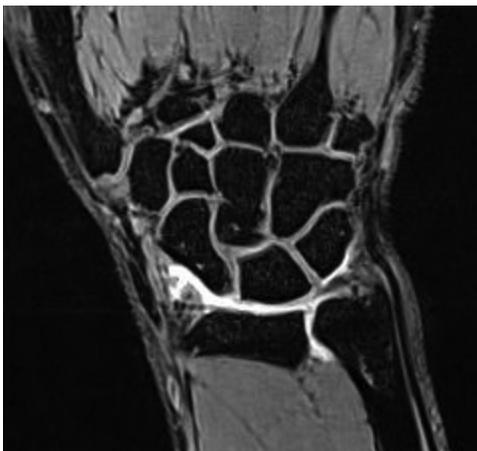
Imágenes de la artrografía por RM preoperatoria (se observa el contraste pasando de la articulación radiocarpiana a la articulación radiocubital distal).
